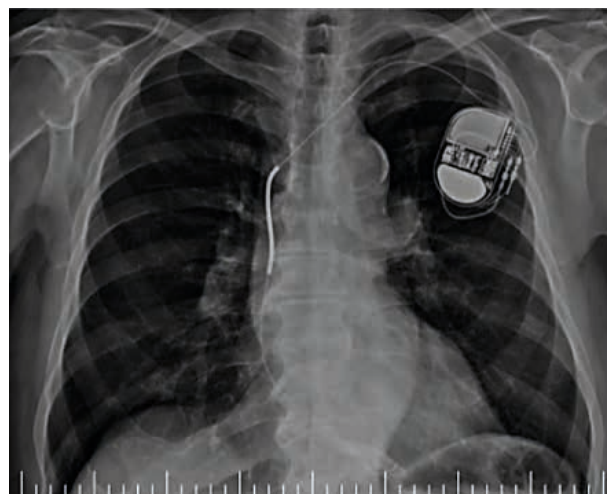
Radiografie toracică în incidență postero-anterioară: defibrilator cardiac unicameral cu electrodul fixat la nivelul apexului VD
